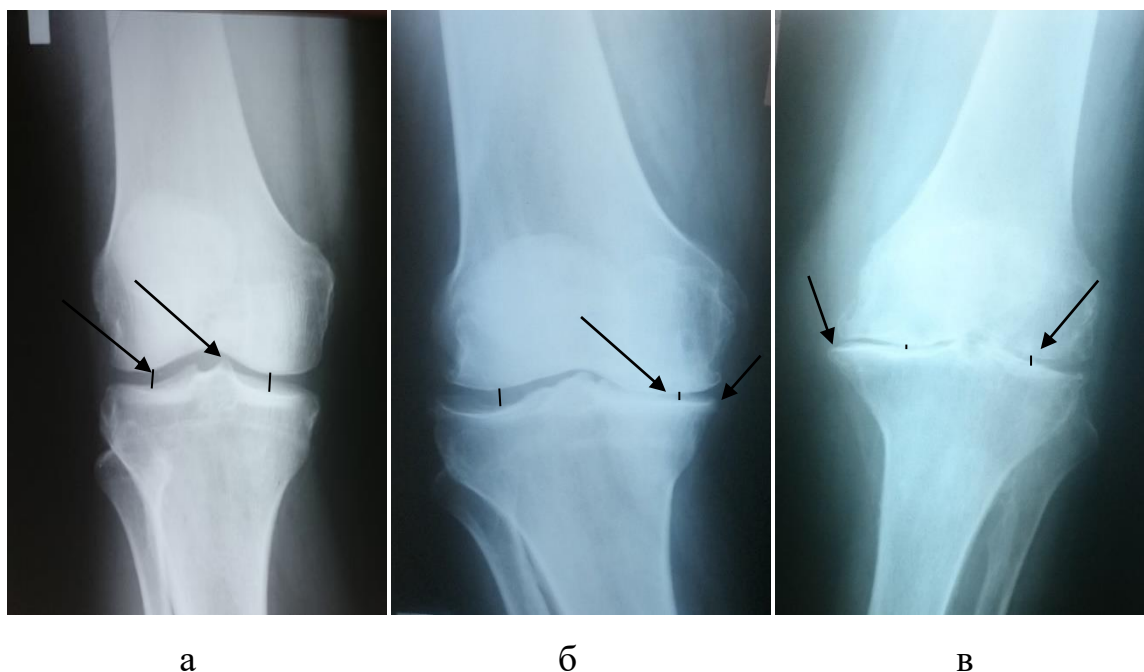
Рентгенограммы в прямой проекции коленных суставов пациентов со II (а), III (б) и IV (в) стадиями ОА по J. Kellgren, J. Lawrence (стрелками отмечены сужение суставной щели и остеофиты)
